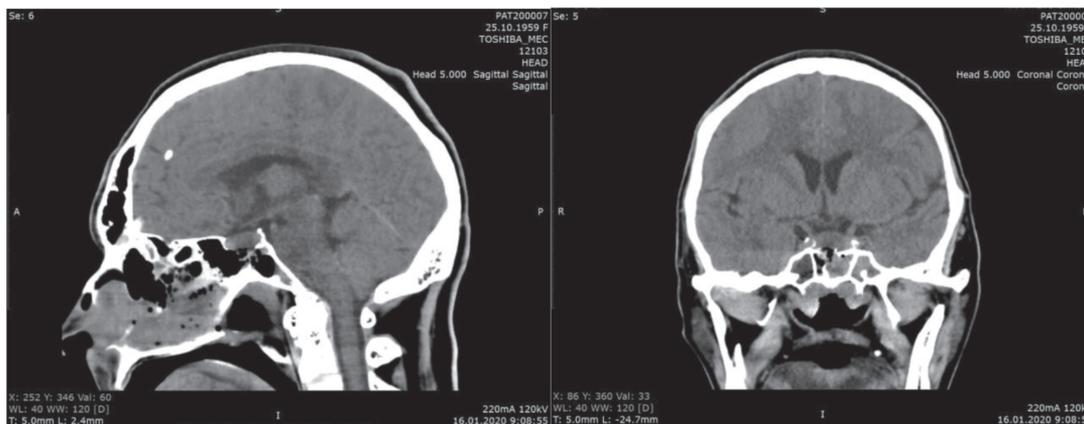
КТ на 2-й день после операции
